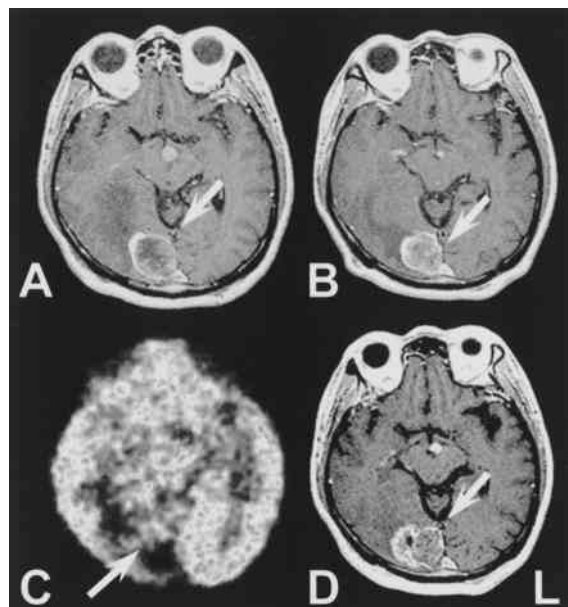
造影MRIおよびFDG-PET (症例3)
